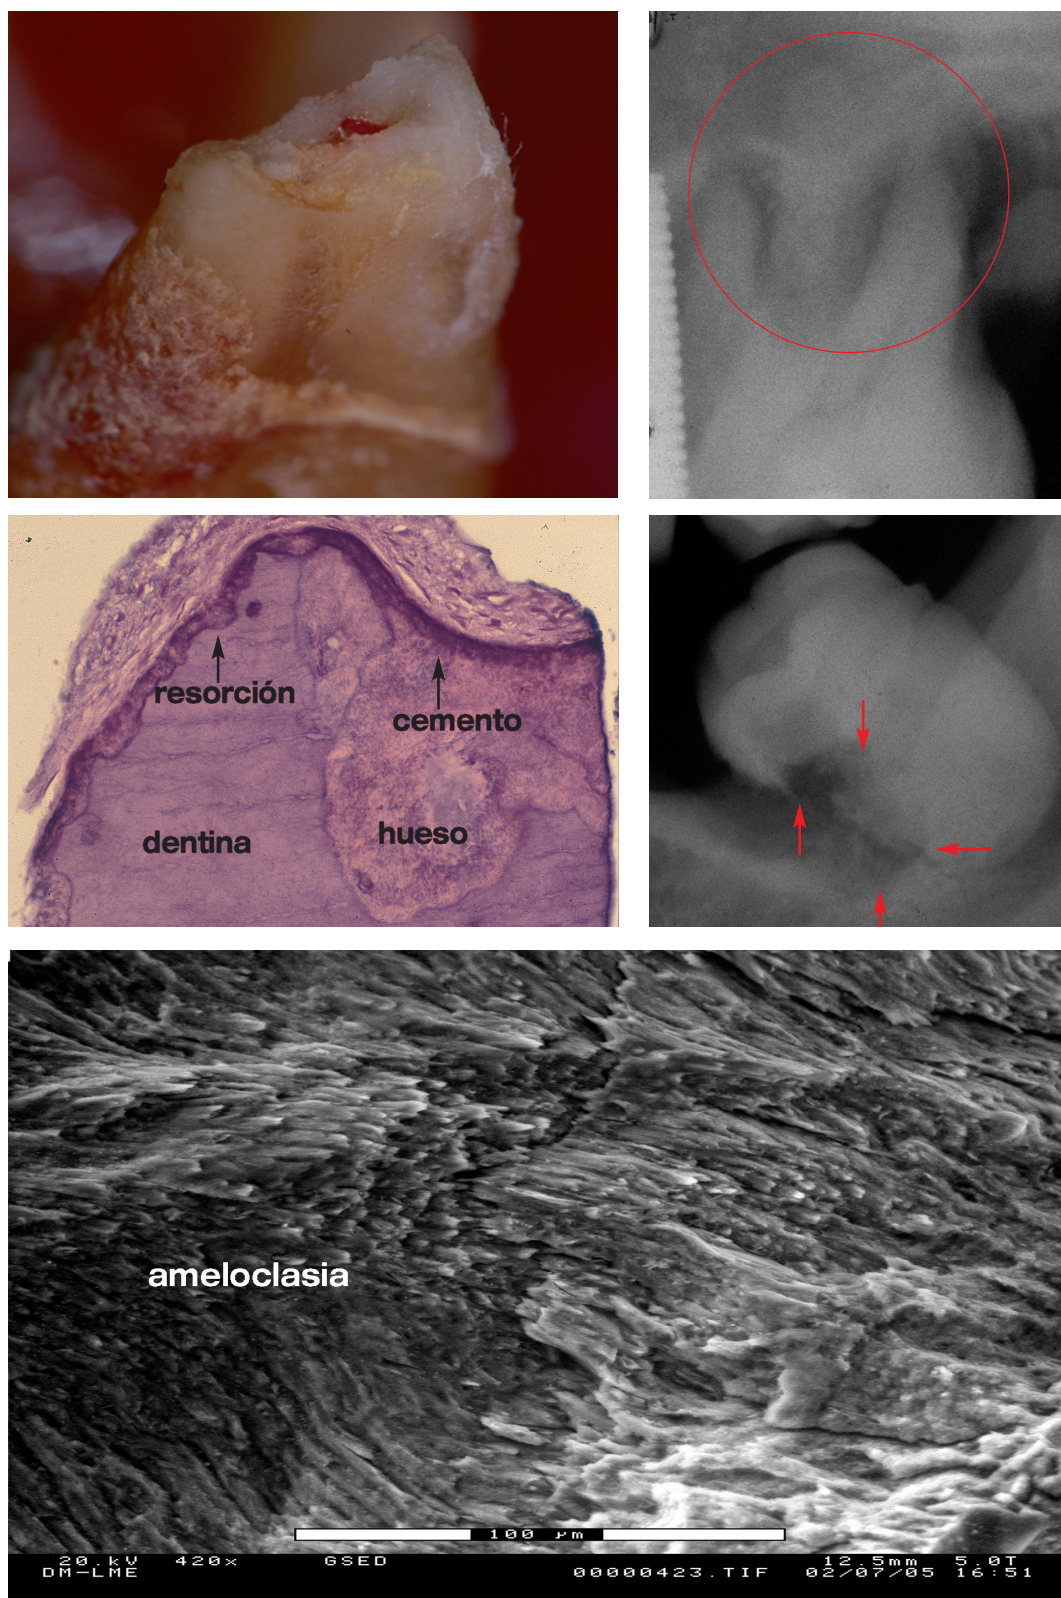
Fila superior: Resorción cementodentinaria apical. RX: resorción cementodentinaria apical y ósea periapical. Fila central: Corte histológico: resorción cementodentinaria y reparación ósea mataplásica (anquilosis). RX: resorción de los cuatro tejidos mineralizados. Fila inferior: Resorción de la cara interna del esmalte cervical, ameloclasia (ESEM).
